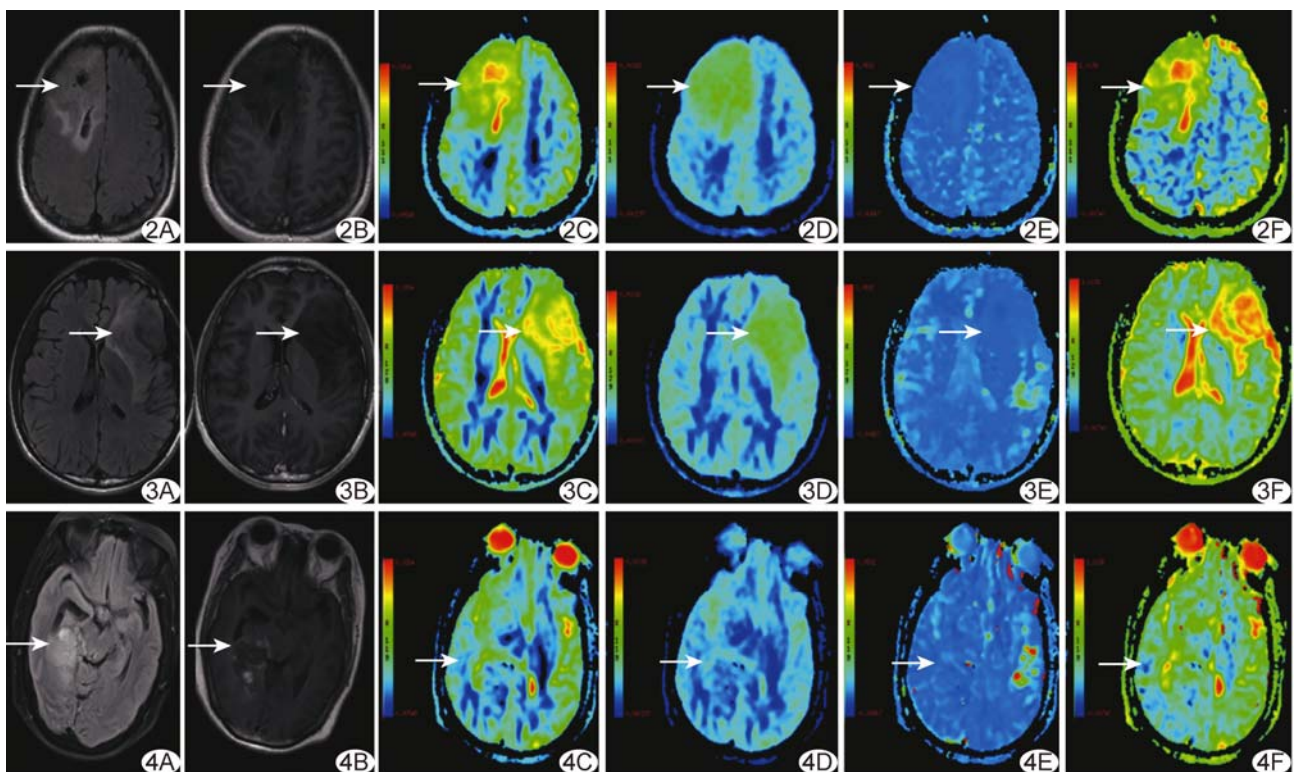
患者男,33 岁,WHO II 级脑胶质瘤,IDH 突变伴 1p/19q 共缺失 A. FLAIR T2WI; B. 增强 T1WI; C. ADC 图; D. D 伪彩图; E. D* 伪彩图; F. f 伪彩图 (箭示病灶) 图 3 患者男,21 岁,WHO II 级脑胶质瘤,IDH 突变伴 1p/19q 非共缺失 A. FLAIR T2WI; B. 增强 T1WI; C. ADC 图; D. D 伪彩图; E. D* 伪彩图; F. f 伪彩图 (箭示病灶) 图 4 患者女,61 岁,WHO III 级脑胶质瘤,IDH 野生 A. FLAIR T2WI; B. 增强 T1WI; C. ADC 图; D. D 伪彩图; E. D* 伪彩图; F. f 伪彩图 (箭示病灶)
